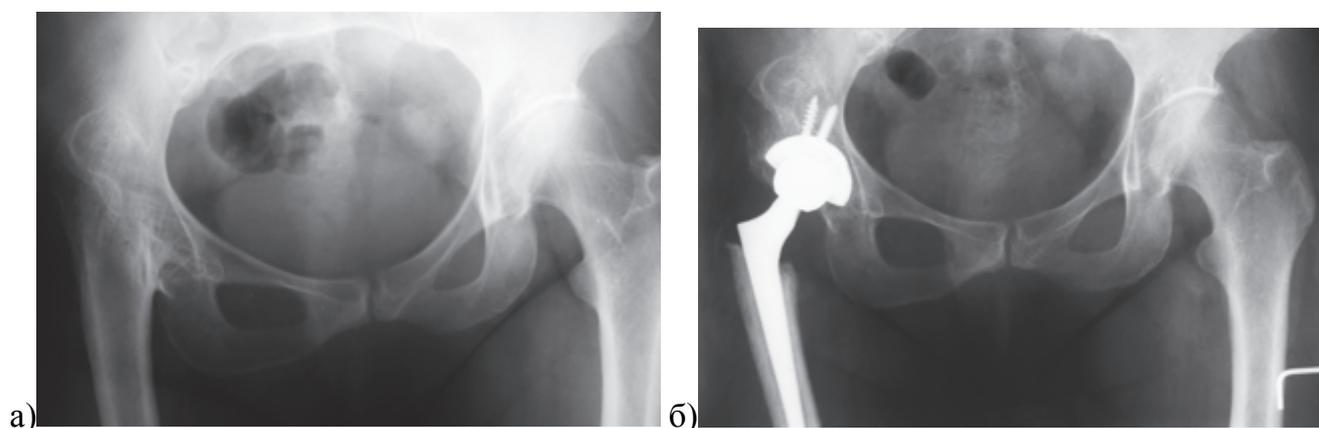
Рентгенограммы таза пациентки 51 года с костным анкилозом правого тазобедренного сустава после артродеза, выполненного в возрасте 30 лет по поводу дисплазии тазобедренного сустава: а) анкилоз сформирован выше анатомического центра ротации со значительной медиализацией бедренной кости, полностью отсутствуют анатомические ориентиры (большой и малый вертел); б) эндопротезирование выполнено с использованием комбинированного доступа и двойной клиновидной остеотомии области анкилоза, вертлужный компонент имплантирован немного выше истинного центра ротации, дополнительно фиксирован двумя винтами, использован бедренный компонент Wagner Cone с минимальным офсетом
